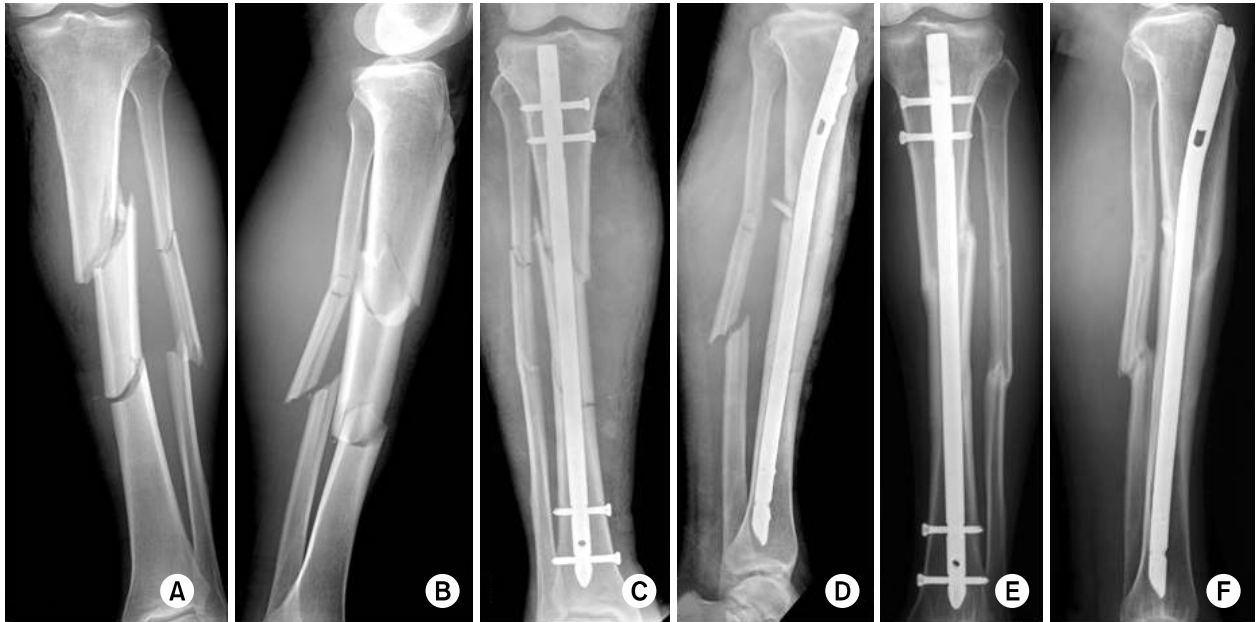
(A, B) Preoperative radiographs of a 56-year-old man show a tibia segmental fracture classified as AO/OTA type 43-C2. (C, D) The segmental tibia fracture was stabilized with intramedullary interlocking nailing using reaming. (E, F) Postoperative radiographs show complete bone union with good alignment at 14 months after surgery.
